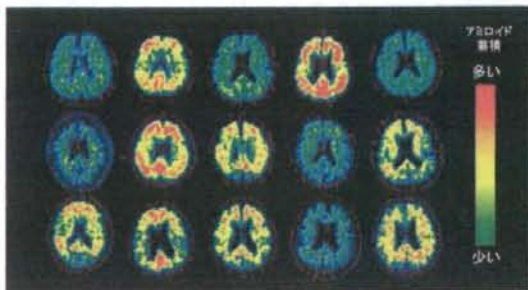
軽度認知障害(MCI)における ^{11}C -PiB PET。15例中9例で ^{11}C -PiB集積が陽性であった(皮質が黄色ないし赤に相当)。
